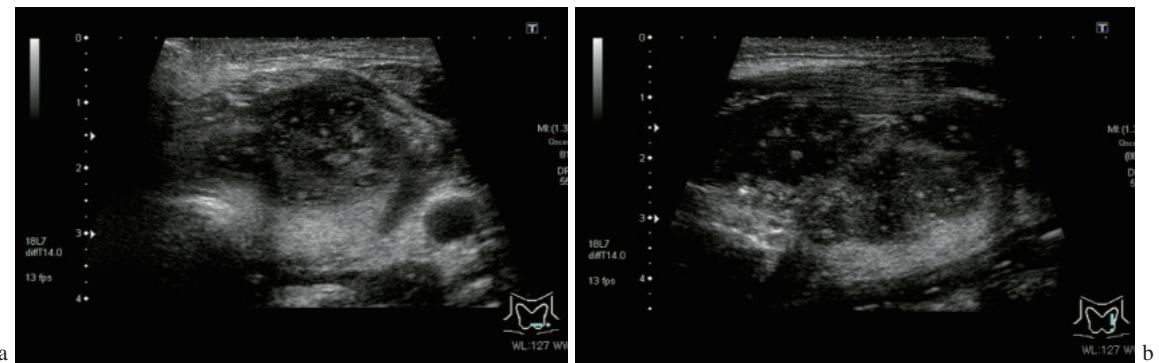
プレドニゾロン投与開始16日目の甲状腺超音波画像. a: 横断像, b: 縦断像
